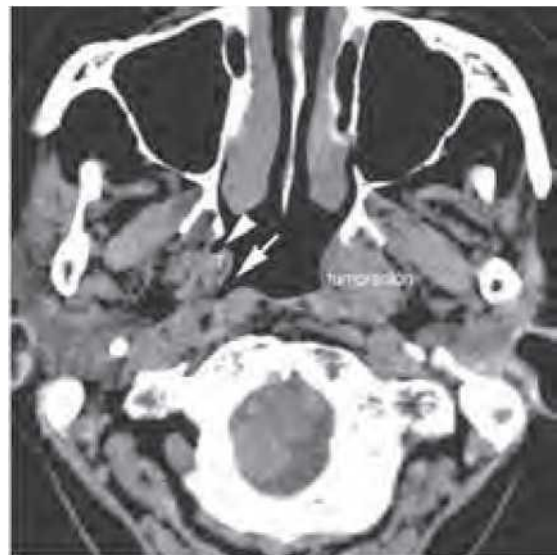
A. Imagen axial de tomografía computerizada (CT) visualizada por fereastra osoasă a unei femei în vârstă care prezintă otită medie seroasă unilaterală, care arată densitatea fluidului sau a țesuturilor moi în urechea medie stângă și mastoidă. Celulele mastoidiene drepte sunt pneumatizate. Celulele mastoidiene sunt indicate cu „Ma”, iar cavitățile urechii medii prin săgeata albă. B. O imagine axială CT fără substanță de contrast vizualizată prin fereastra țesuturilor moi arată o masă nazofaringiană submucoasă stângă care obliterează caracteristicile anatomice normale. Fosa Rosenmüller dreaptă (săgeată), protuberanța tubară (T) și orificiul trompei lui Eustachio (vârful săgeții) sunt prezentate pentru comparație. O biopsie a leziunii a sugerat amiloidoză.
